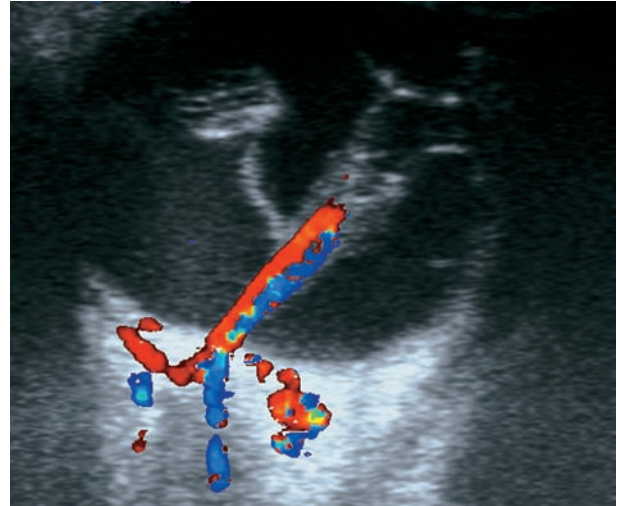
Dysplasie vitréorétinienne : échographie montrant le décollement de rétine total et les vaisseaux rétinien visualisés par le Doppler. (Cliché de O. Bergès.)
